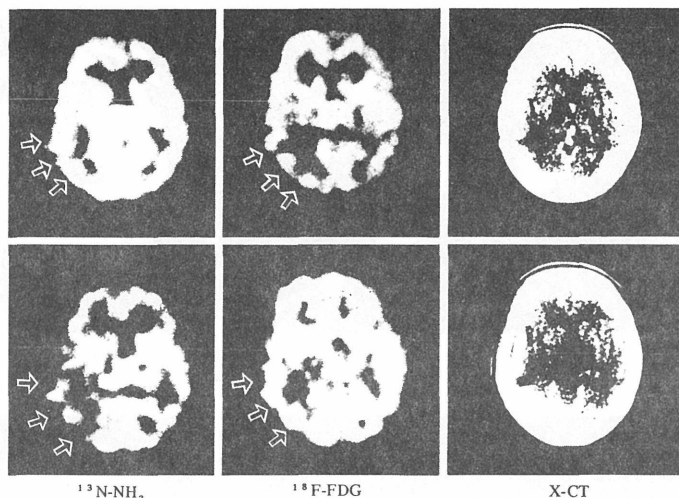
Case 7: Metastatic brain tumor. Images of $^{13}\text{N-NH}_3$, $^{18}\text{F-FDG}$, and X-CT, accumulation was lowered in the left temporal area (noted by arrows).
